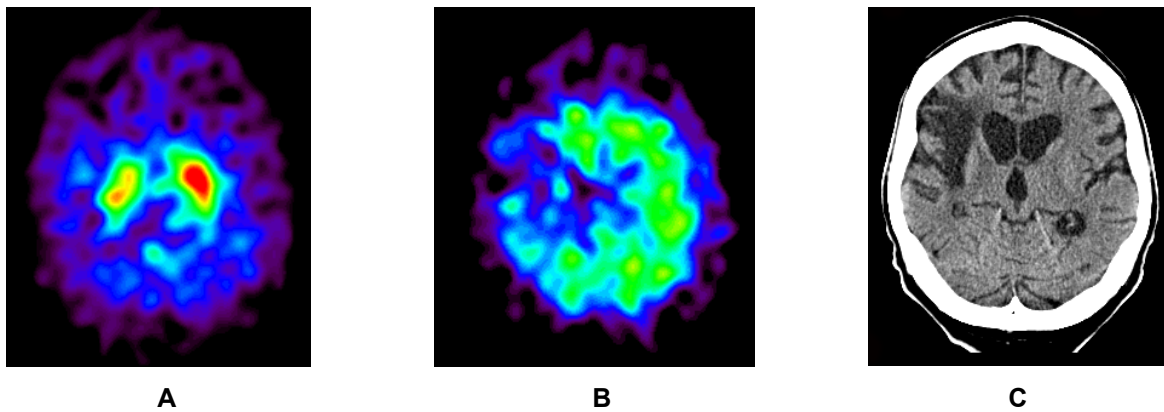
Ein 80-jähriger Patient mit linksseitig betontem, hypokinetisch-rigidem Syndrom und einem dementiellen Syndrom. Die Symptomatik präsentierte sich zwei Wochen nach einem in der CT nachgewiesenen Media-Infarkt rechts (C). Negativer L-DOPA-Test. Die ^{123}I -FP-CIT SPECT (A) zeigt eine verminderte Nuklidbelegung im Bereich des rechten Striatums. In der ^{123}I -IBZM SPECT (B) konnten eine fehlende Nuklidbelegung in beiden Basalganglien sowie ein extrastriales D2-Rezeptoren-Defizit im Infarktgebiet festgestellt werden. Diagnose: VPS.
